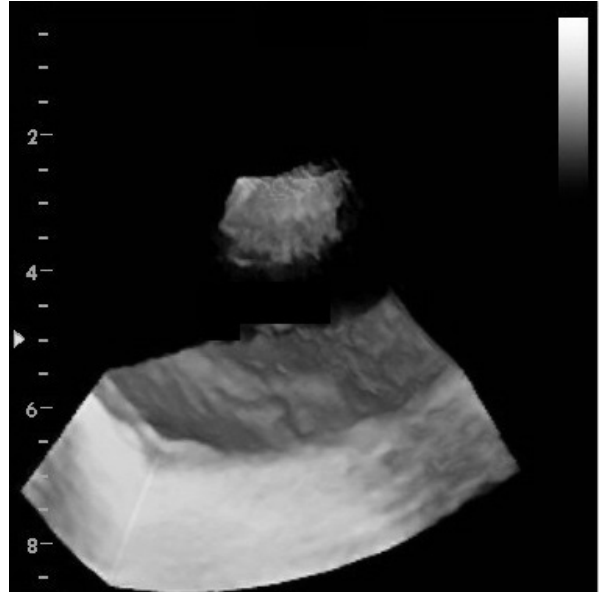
Eksüdatif pleval sıvısı ve pleval metastazı olan olgunu 2D USG ve 3D USG görüntüleri. Metastatik nodül düzensiz bir dış görünüme sahiptir ve resimde kırmızı ok ile işaretlenmiştir.
